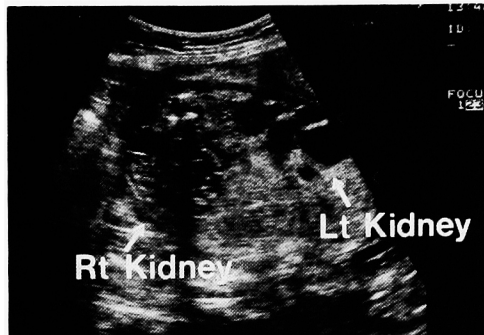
Prenatal ultrasonography shows multiple cystic lesions in bilateral kidneys.
